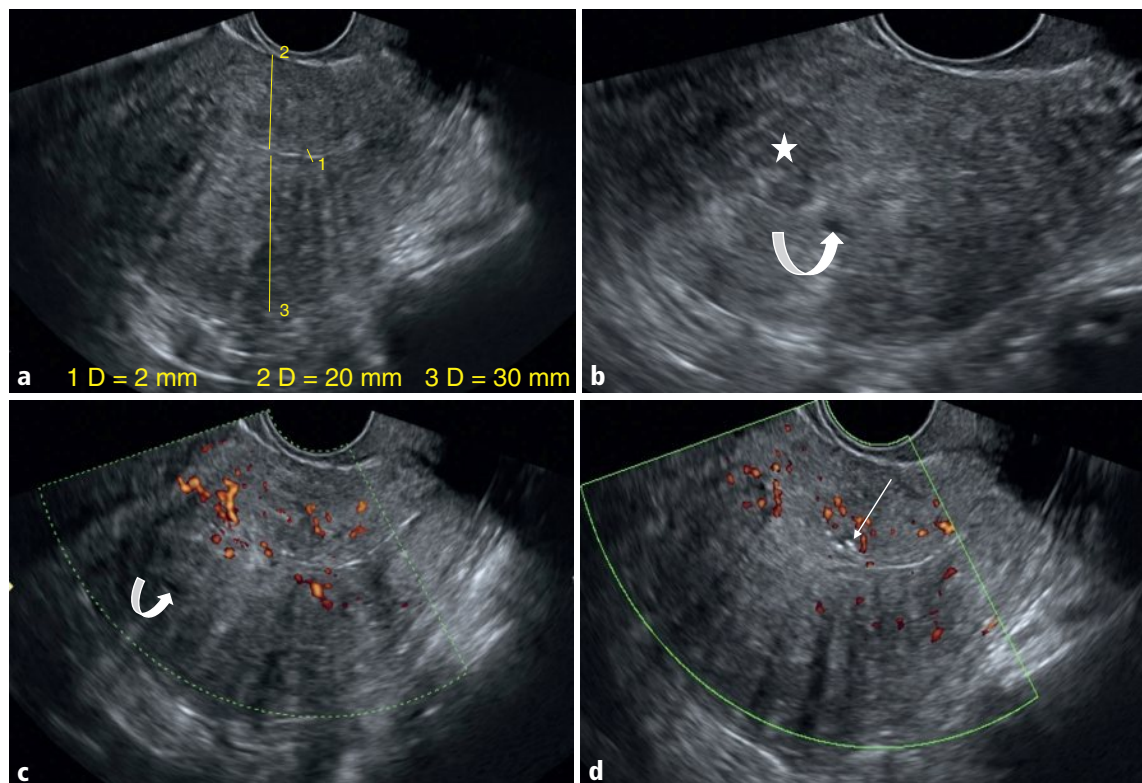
a-d L'endomètre est mesuré à 2 mm, de trajectoire arciforme en avant (a), et ses bords sont flous par rapport au myomètre (b-d). Le myomètre est asymétrique, plus épais en postérieur (a), très hétérogène, d'aspect tigré ou moucheté, parsemé d'éléments hyperéchogènes, avec de rares microkystes (flèches courbes en b et c) et quelques puncta hyperéchogènes (flèche droite en d). Noter une plage plus focalisée d'hypoéchogénicité en antérolatéral droit (étoile en b), ainsi qu'une relative hypervascularisation en Doppler énergie sur le mur antérieur (c, d).
